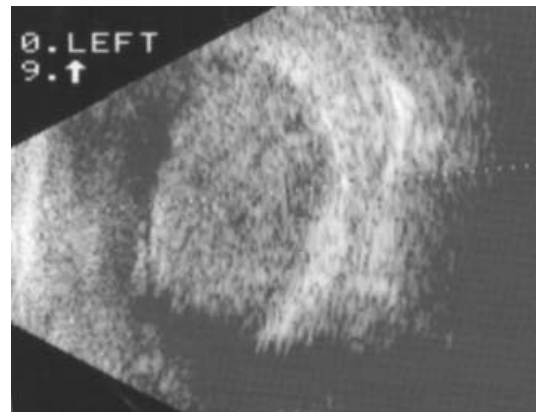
B-scan ultrasonogram shows an oval shaped choroidal mass in the left eye.
